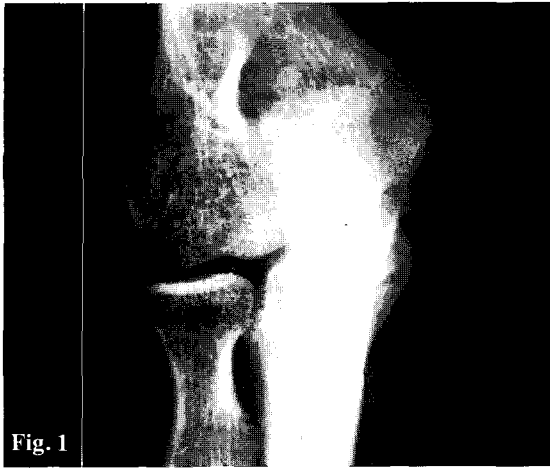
Plain X-ray showing osteolytic change in the olecranon
